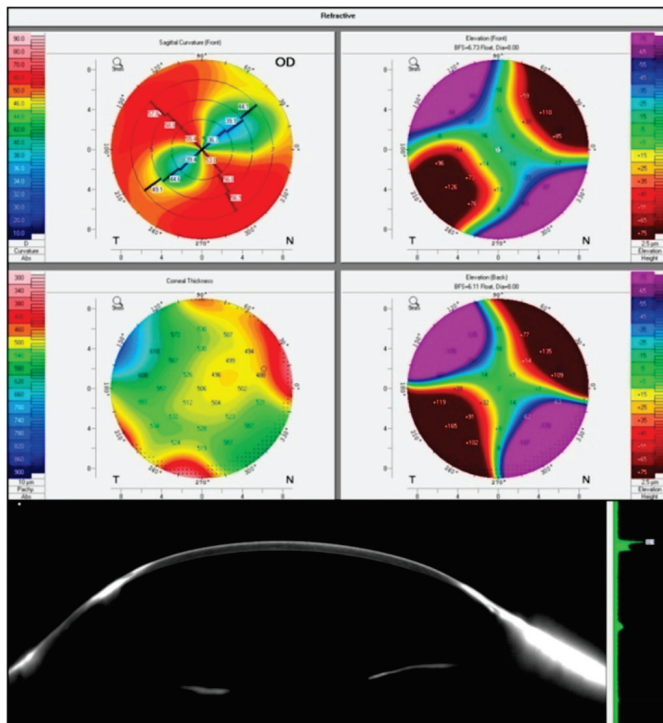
Tomografia de córnea com pentacam OD e imagem de Scheimpflug demonstrando afinamento corneano inferior
